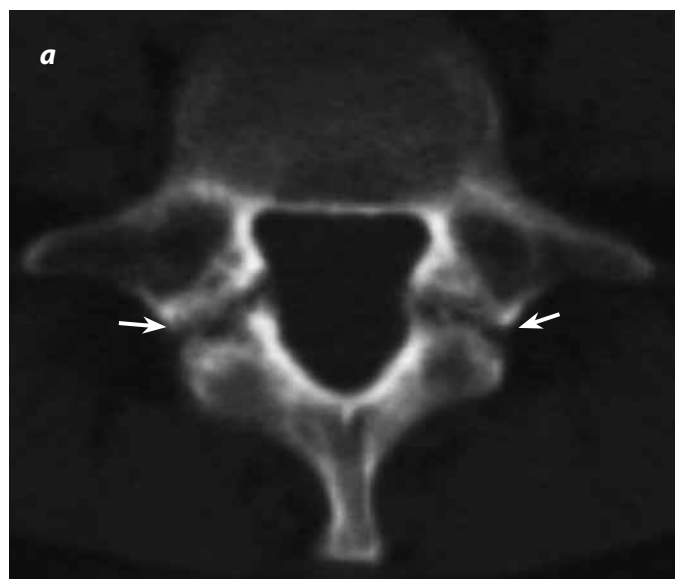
(a y b). Mujer de 45 años de edad. Dolor lumbar intenso y agudo que se aumenta con los movimientos. El corte axial y sagital de la uro-TAC muestra en ventana para hueso una espondilolisis de L5 con espondilolistesis grado II de L5 sobre S1 (flechas).
